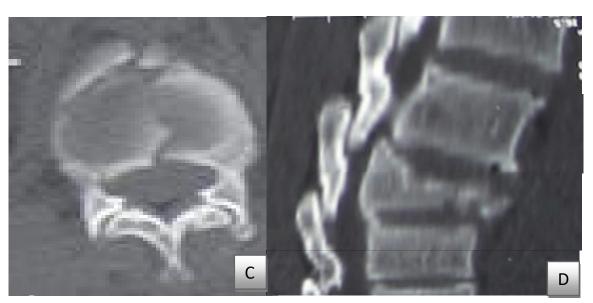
Radiographie standard de profil (A, B), TDM du rachis en coupe axiale (C); reconstruction sagittale (D): montrant un Traumatisme négligé avec Fracture tassement de L1.
